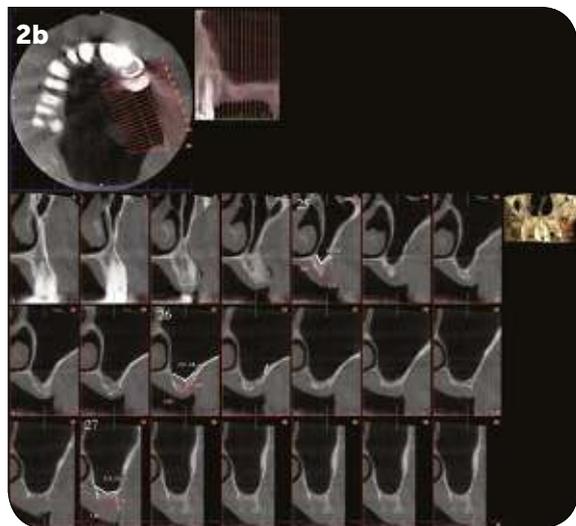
Le CBCT montre une hauteur résiduelle sous-sinusienne entre 2 et 4 mm et une largeur de 4 à 7 mm.
